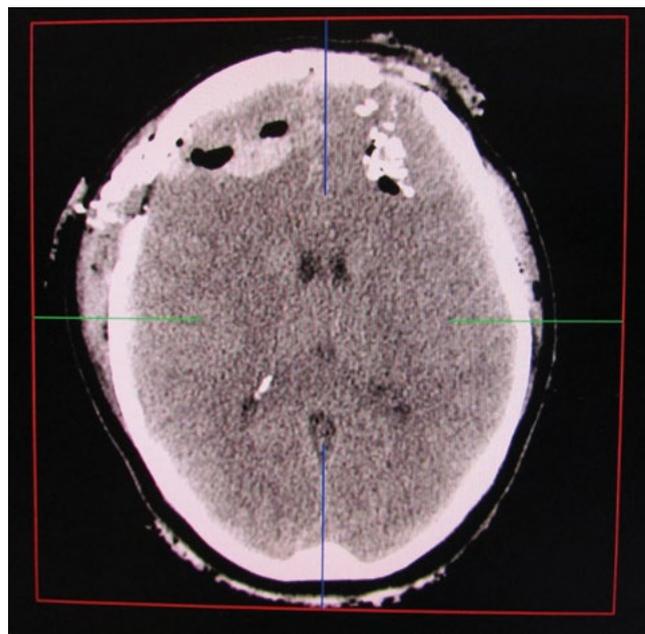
Мультиспиральная компьютерная томография головы при поступлении. Осколочное слепое проникающее ранение черепа с повреждением головного мозга фрагментами костных отломков и формированием очагов размозжения лобных долей, сдавление лобных долей острой эписубдуральной гематомой, пневмоцефалия, отек головного мозга
